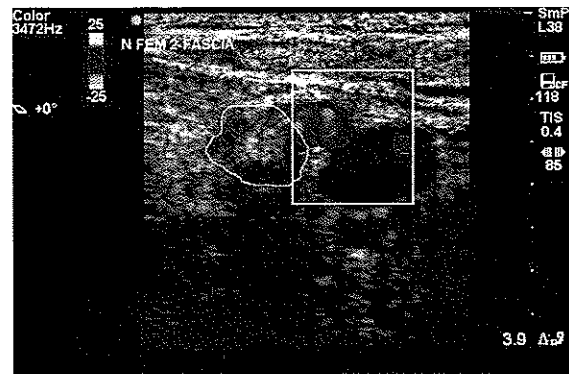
Aspect échographique du nerf fémoral en coupe transversale. Une coloration par effet Doppler nous permet de localiser l'artère et la veine. Le nerf apparaît latéralement par rapport à l'artère (zone entourée) et présente cet aspect en nid d'abeille (mélange hypo-, hyper-échogène). On retrouve également les 2 fascias (bandes hyperéchogènes) que sont le fascia lata et le fascia iliaca.
